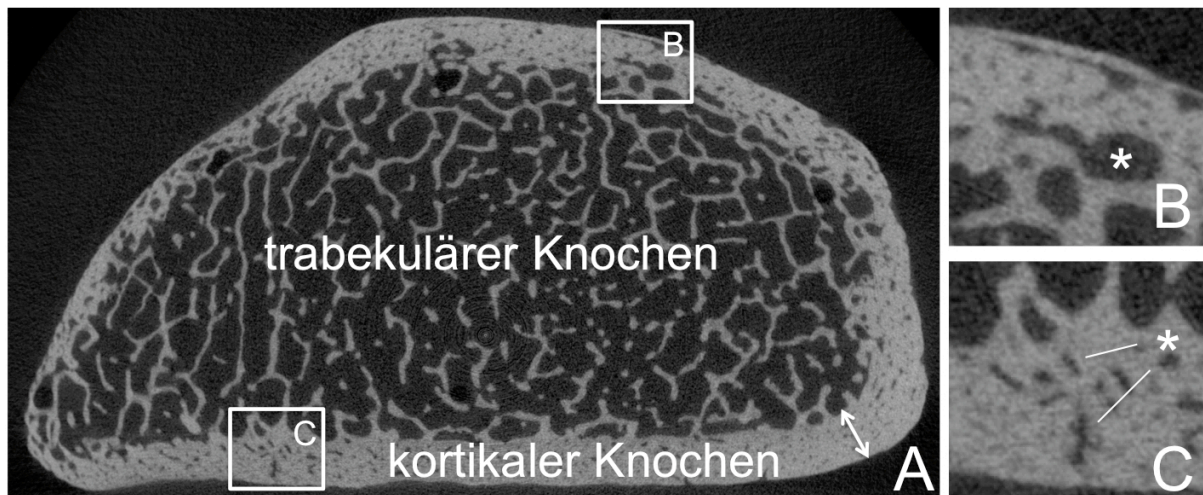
A) Axiale μ CT Schicht mit einer Auflösung von $18\mu\text{m}$ durch ein distales Radius-Präparat. Das feine Netzwerk aus trabekulärem Knochen spannt sich im Zentrum auf. Mit dem weißen Doppelpfeil ist exemplarisch die kortikale Dicke dargestellt. B und C) Vergrößerte Ausschnitte des kortikalen Knochens (weiß umrandete Rechtecke in A), welche das delicate System kortikaler Porosität aufzeigen. Modifizierte Abbildung aus Issever et al.(41)
